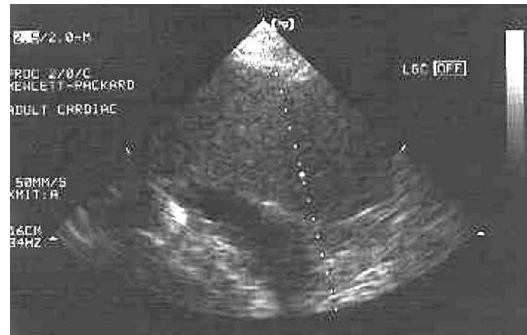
Ecocardiograma transtorácico. Derrame pericárdico de 19mm.
